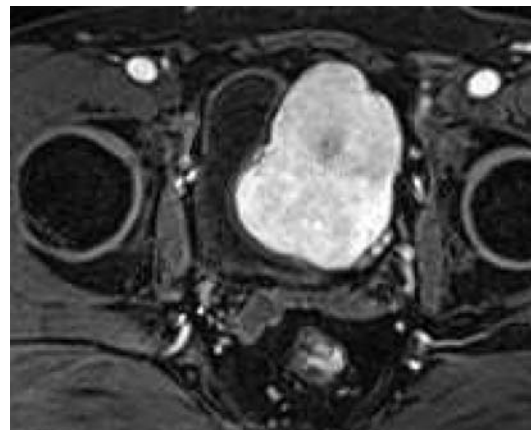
Pelvic CT revealed an enhanced and well-defined mass compressing urinary bladder and prostate. A: axial image. B: sagittal image.
